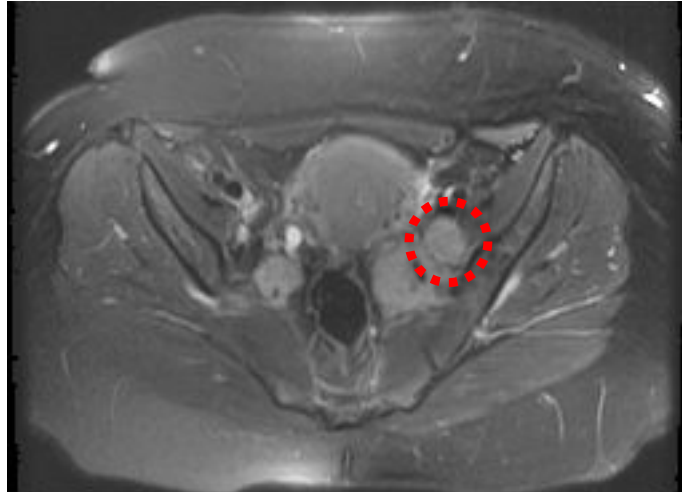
Adenopatías pélvicas RM.
